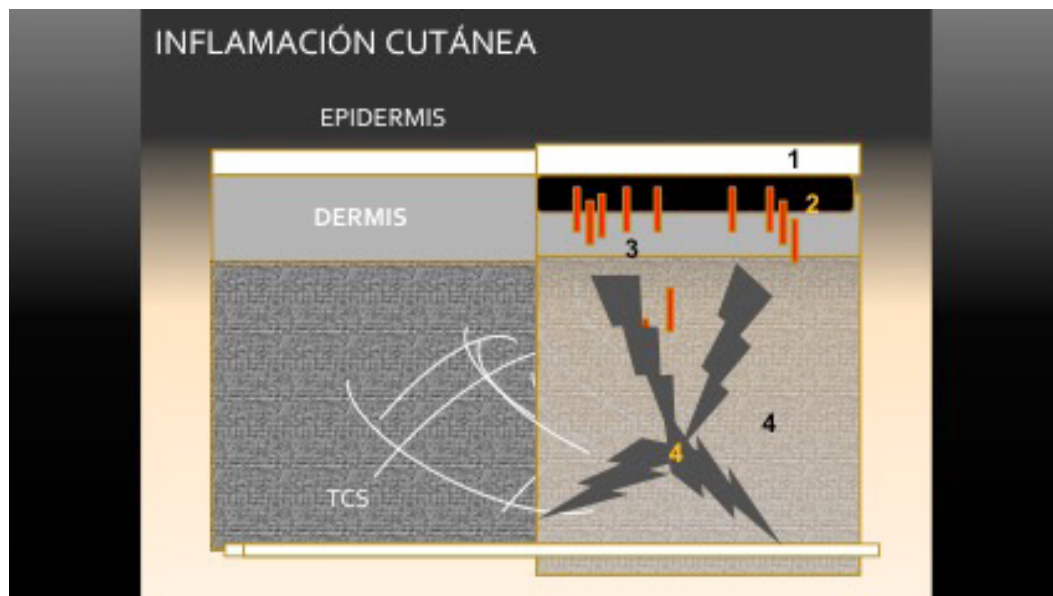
Ecografía de la inflamación cutánea. Izquierda piel normal. Los cambios se aprecian en la epidermis (1) dermis (2 y 3) y en el tejido celular subcutáneo (4). Extraído de Alfageme F, Cerezo E, Aguiló R, Villegas C. Manual de ecografía cutánea. 1a edición Charleston: Create Space Independent Platform Publisher; 2013.
